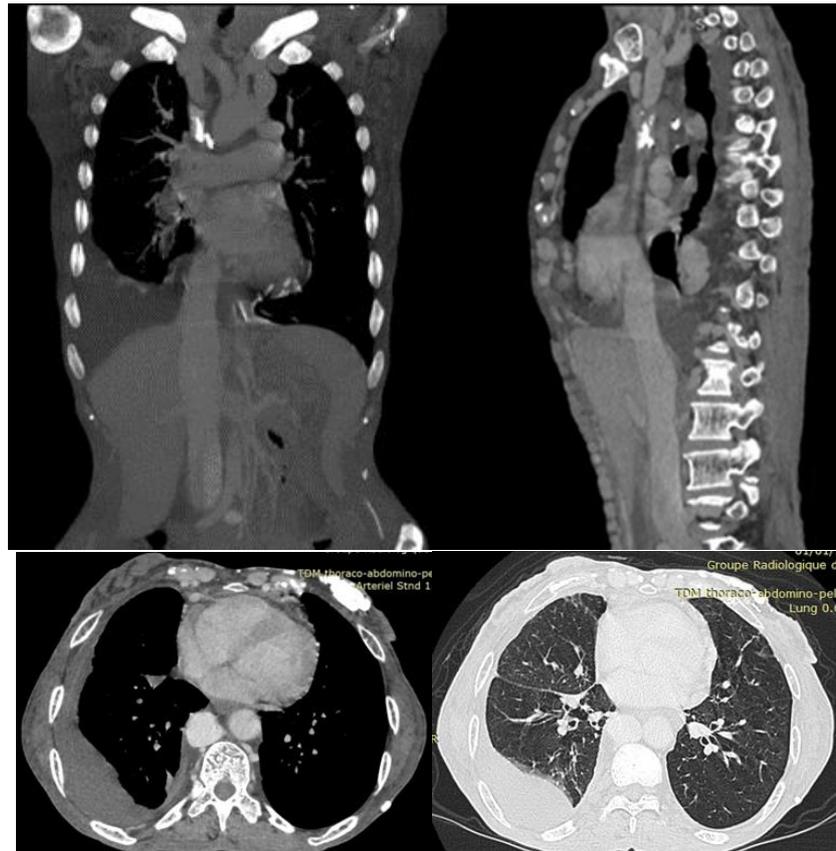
TDM thoracique en coupe axiale, frontale et sagittale montrant une thrombose de la veine cave supérieure avec dilatation du système azygos et CVC, un goitre hétérogène plongeant compressif avec contact vasculaire étroit, des ganglions lymphatiques médiastinaux, ainsi qu'un épanchement pleural droit de moyenne abondance
